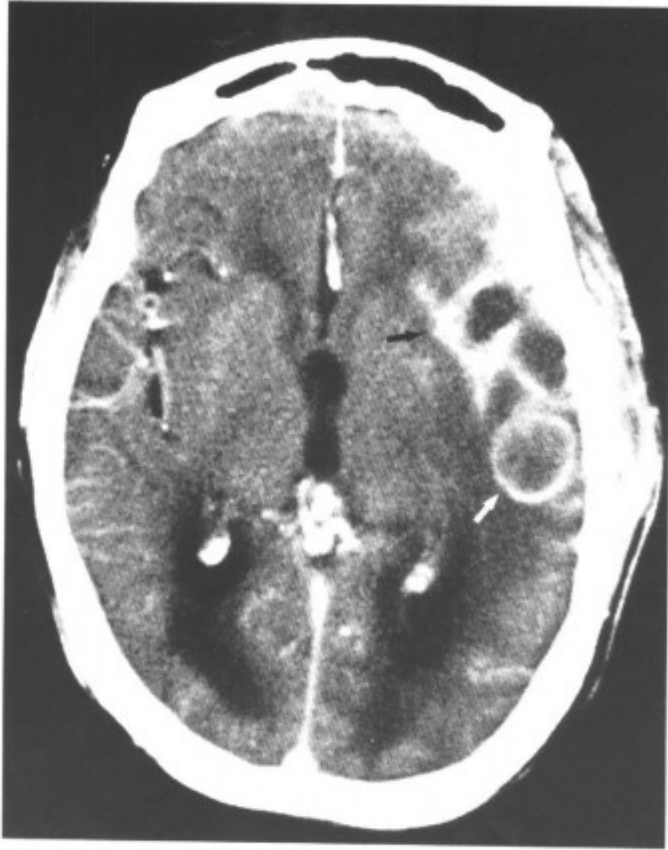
术后 MRI-T₁WI 增强扫描, 脓肿扩散至脑内 (箭头) (同上病例)
